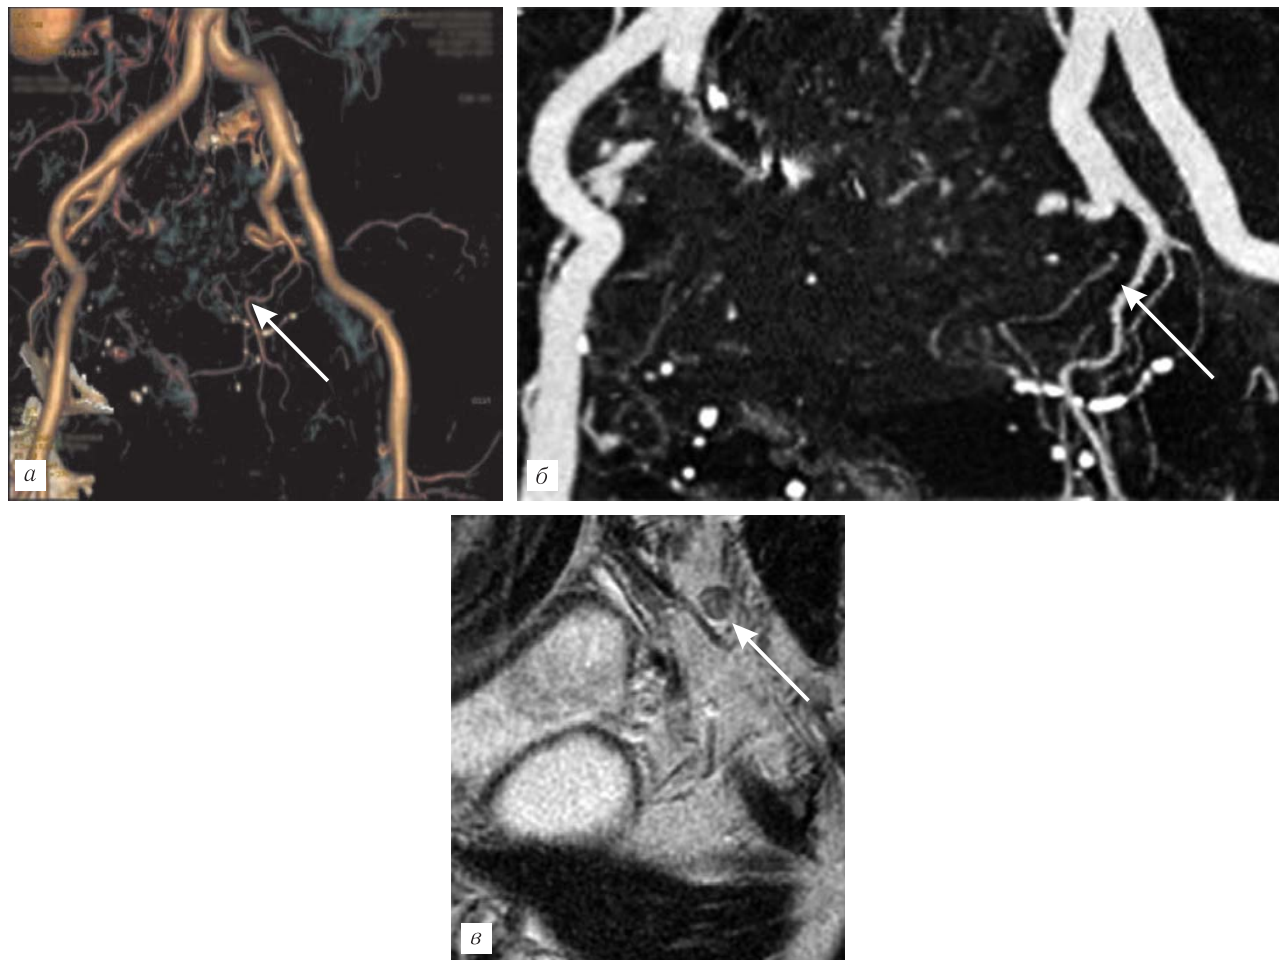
Пациентка А. 70 лет: *а* — КТ-ангиография, VRT, стрелкой отмечена левая средняя прямокишечная артерия, отходящая от левой внутренней подвздошной артерии; *б* — КТ-ангиография, MIP реконструкция, стрелкой отмечена левая средняя прямокишечная артерия, отходящая от левой внутренней подвздошной артерии; *в* — T2-взвешенное изображение в сагиттальной плоскости. Стрелкой отмечен лимфатический узел латеральной группы лимфооттока (слева), имеющий неоднородную структуру.
